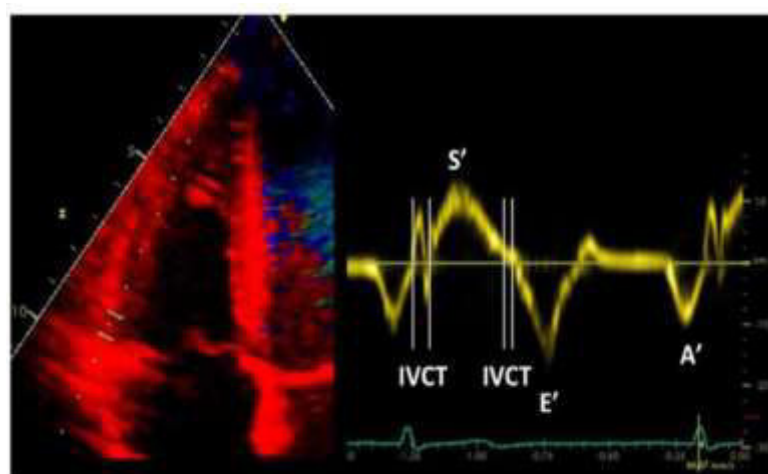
S' tricuspídeo (S'VD) medido a través del modo Doppler tisular. (Rudski et al., 2010)
